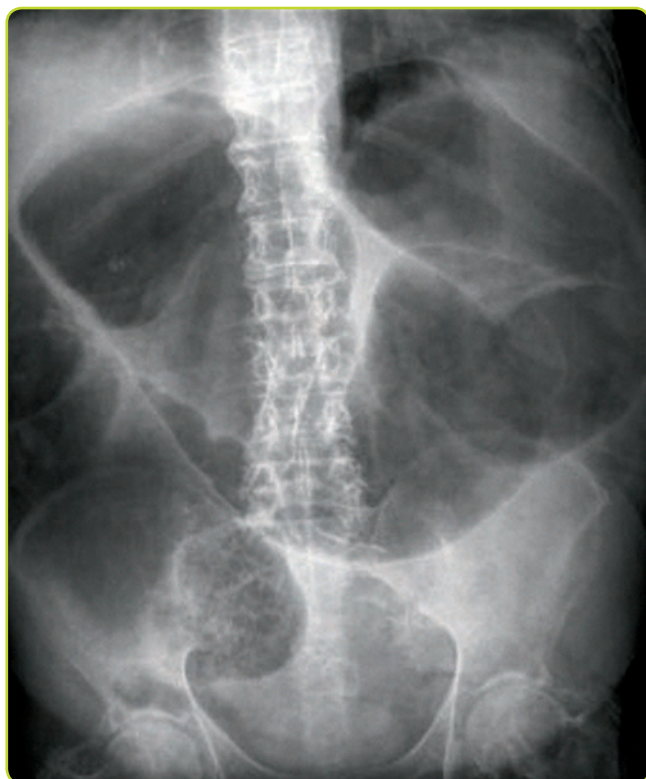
Megacolon tóxico. Su diagnóstico se realiza con una radiografía simple, en la que se observa gran dilatación aguda del colon (diámetro mayor de 6 cm) con intestino delgado normal.
